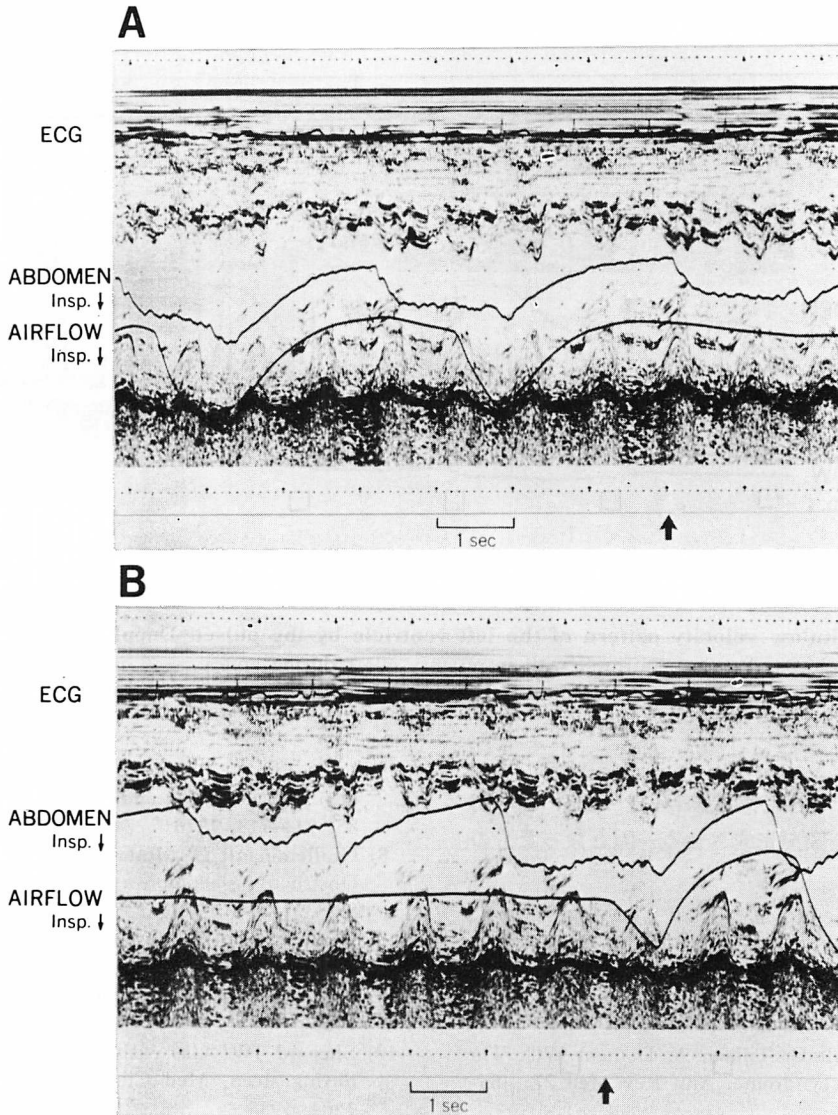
M-mode echocardiograms at the initiation and the end of sleep apnea.
